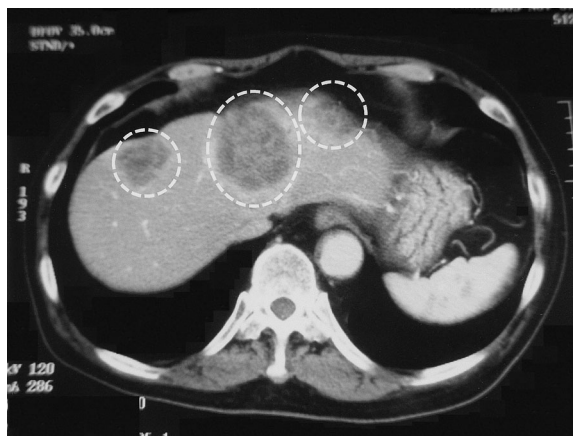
Abdominal CT shows enlargement of the hepatic metastases.
